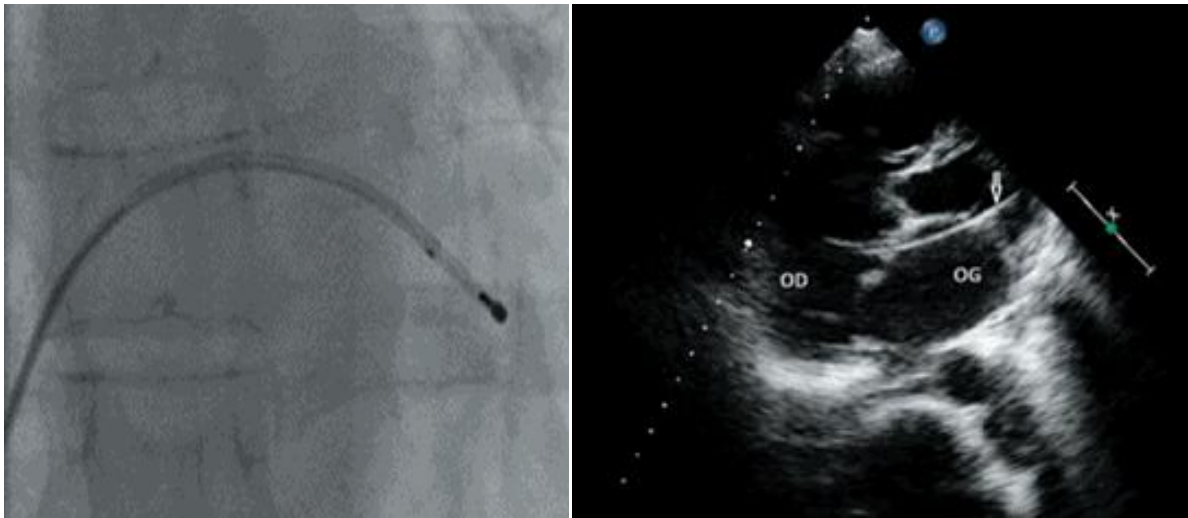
Aspect de la sonde dans le sinus coronaire sur la radiographie et à l'ETT.
